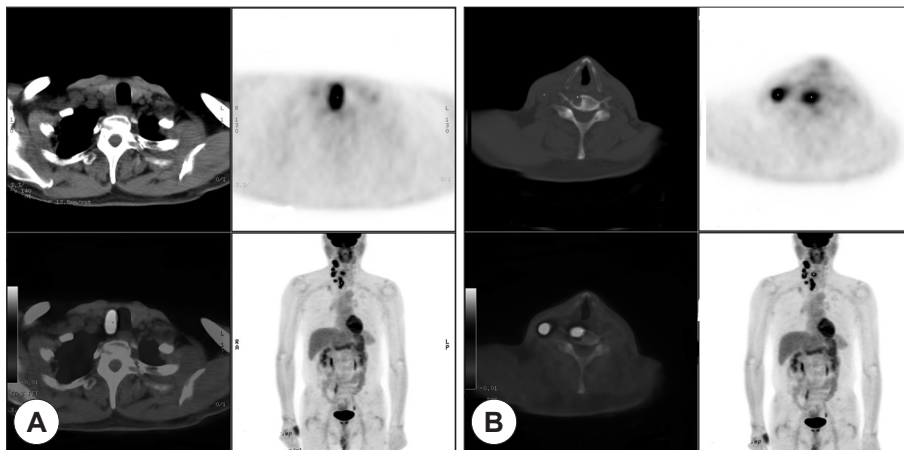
Preoperative PET-CT shows (A) FDG uptake in the right thyroid gland(SUV : 15.8), (B) right level II-IV(SUV : 13.3), and the C6 spine (SUV : 5.9).
